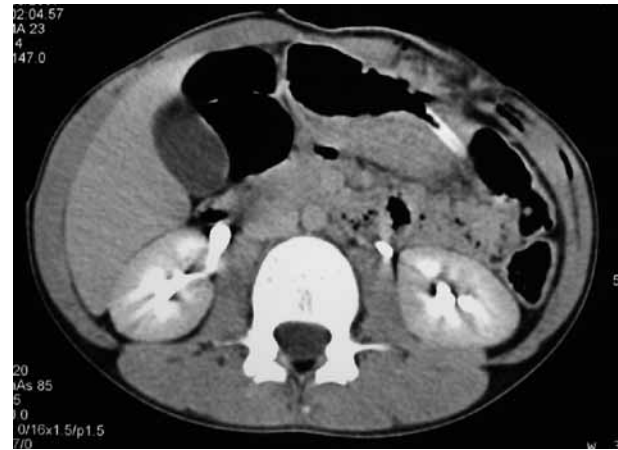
Caída sobre vidriera con herida torácica y abdominal. Rx normal. TC: lesión de piel y músculo (planos profundos) sin lesión de víscera hueca; pequeña contusión hepáticas. Tratamiento: sutura y observación.
